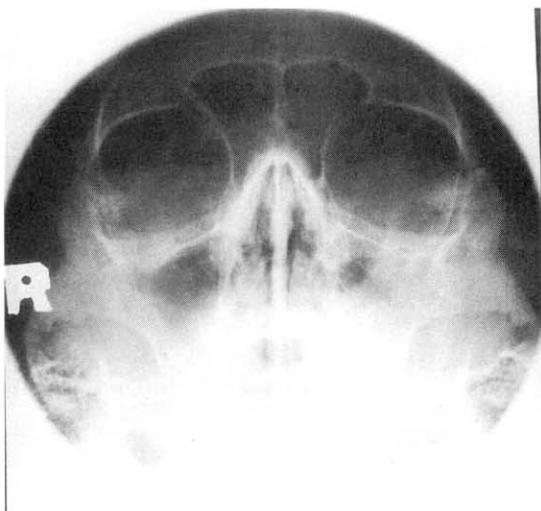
PNS X-ray shows mucosal thickening and haziness of both maxillary sinuses.
